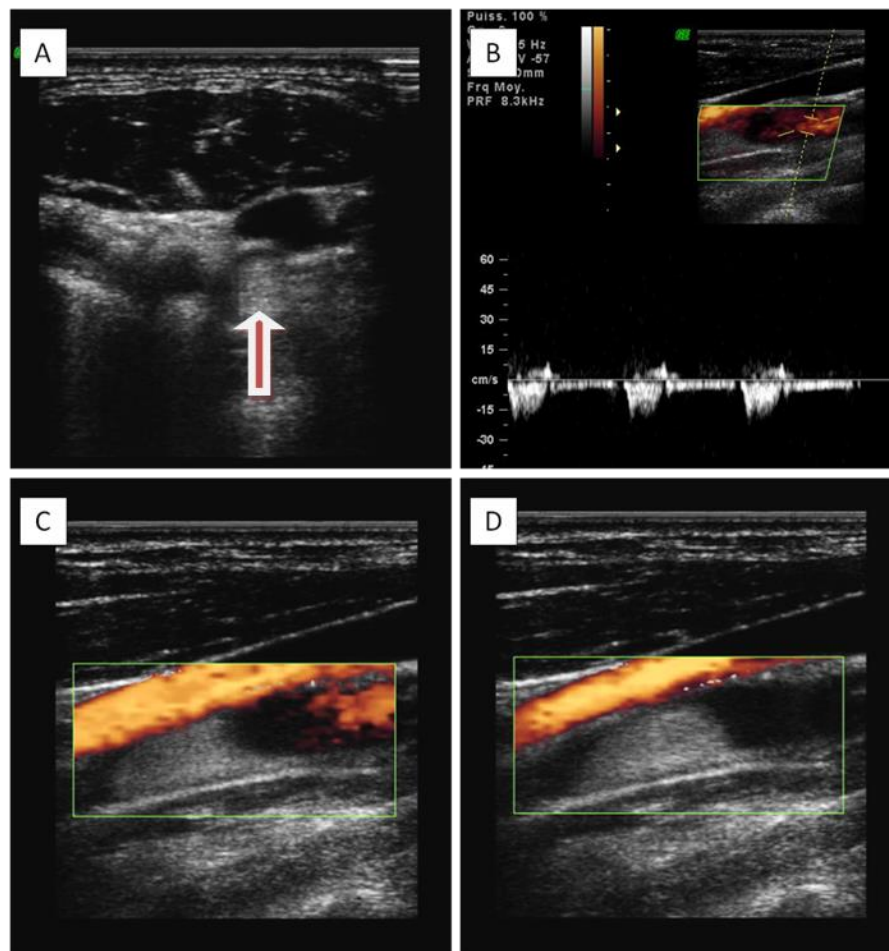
Image d'échographie mode B dans le plan axial (A) montrant un thrombus hyperéchogène comblant la quasi-totalité de la lumière vasculaire du bulbe carotidien (flèche).
